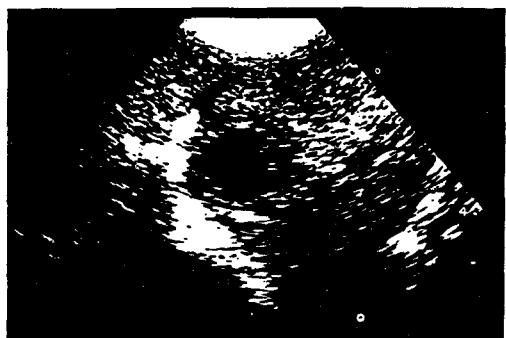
공동화된 전이를 나타내는 간장의 초음파상. 저에코의 중심이 있고 두텁고, 불규칙한 테두리는 혈종, 농양 또는 공동화된 간결절성증생 등의 병변에서도 관찰될 수 있다.
